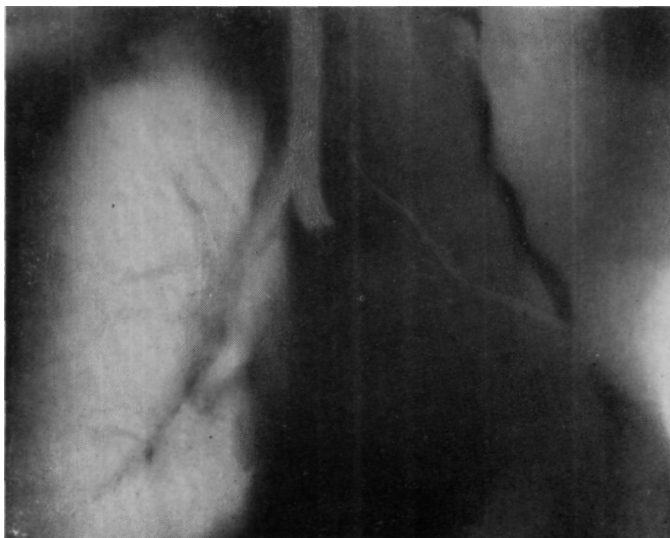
Томограмма больного Б. после операции трансперикардального ушивания фистулы левого главного бронха. Остаточная полость слева не определяется.
